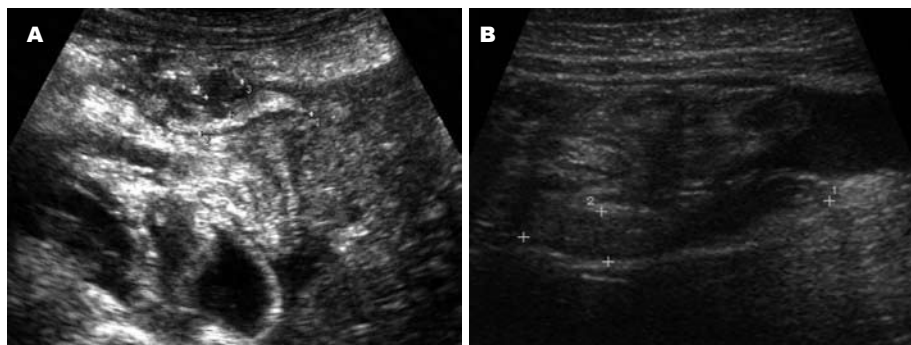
同一患者低频超声与高频超声检查肿大阑尾对比. A: 低频超声检查,右下腹团块状不均回声结构,未见明确肿大阑尾; B: 高频超声检查,在不均状回声结构中显示肿大阑尾,图中测量为肿大阑尾。
